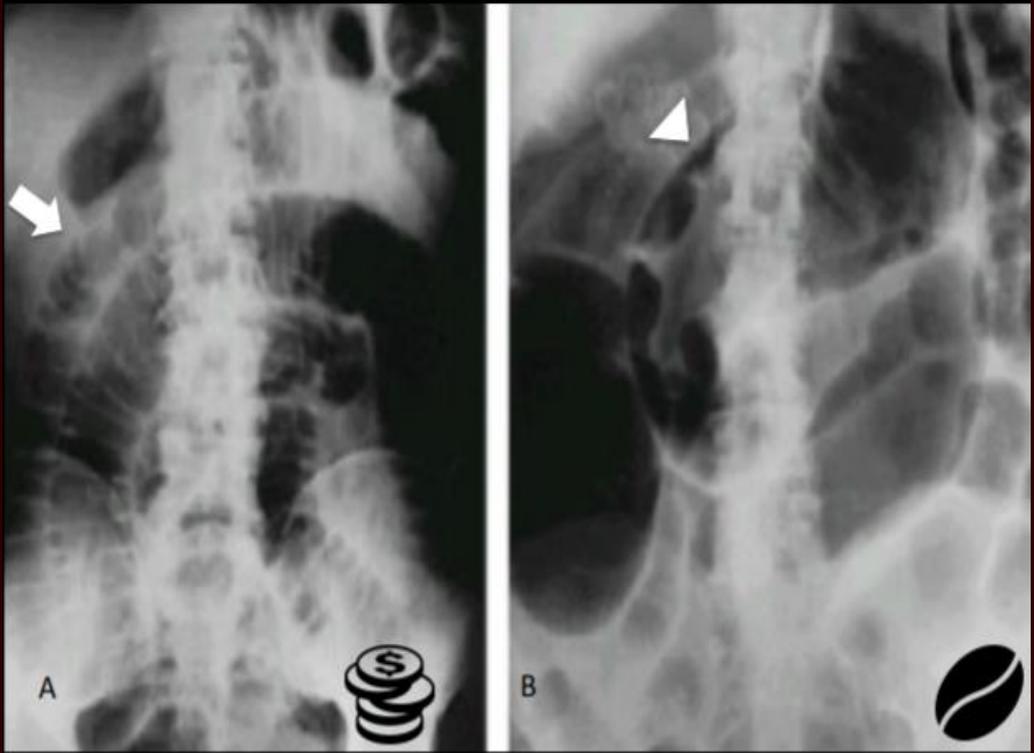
(A) Radiografía abdominal convencional donde se evidencia el signo de "pilas de monedas" (flechas) secundario a edema de la mucosa intestinal. (B) Radiografía AP de pie, donde se observa el signo característico del grano de café en un paciente con vólvulo del colon sigmoideas. (cabeza de flecha).
